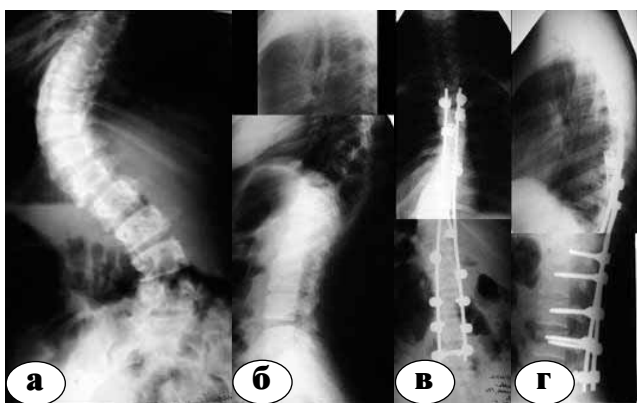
Рентгенограммы позвоночника пациентки Т., 15 лет: а, б – до оперативного лечения; в, г – после операции
